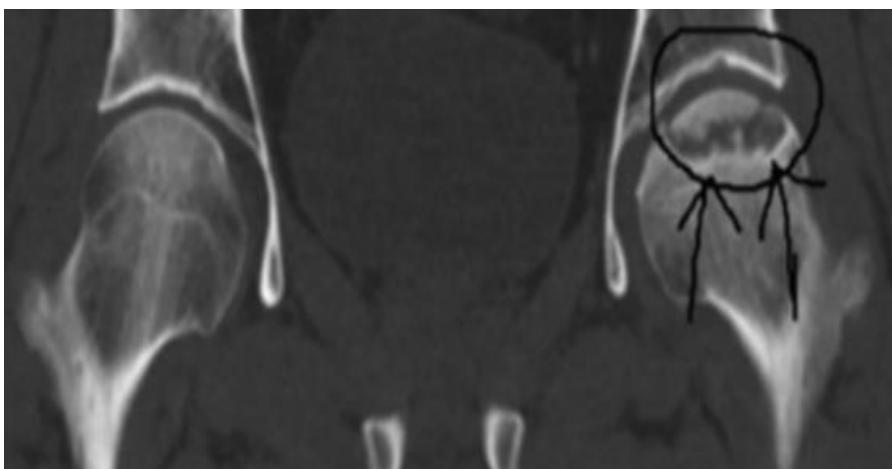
Imagine RMN stadiul III
